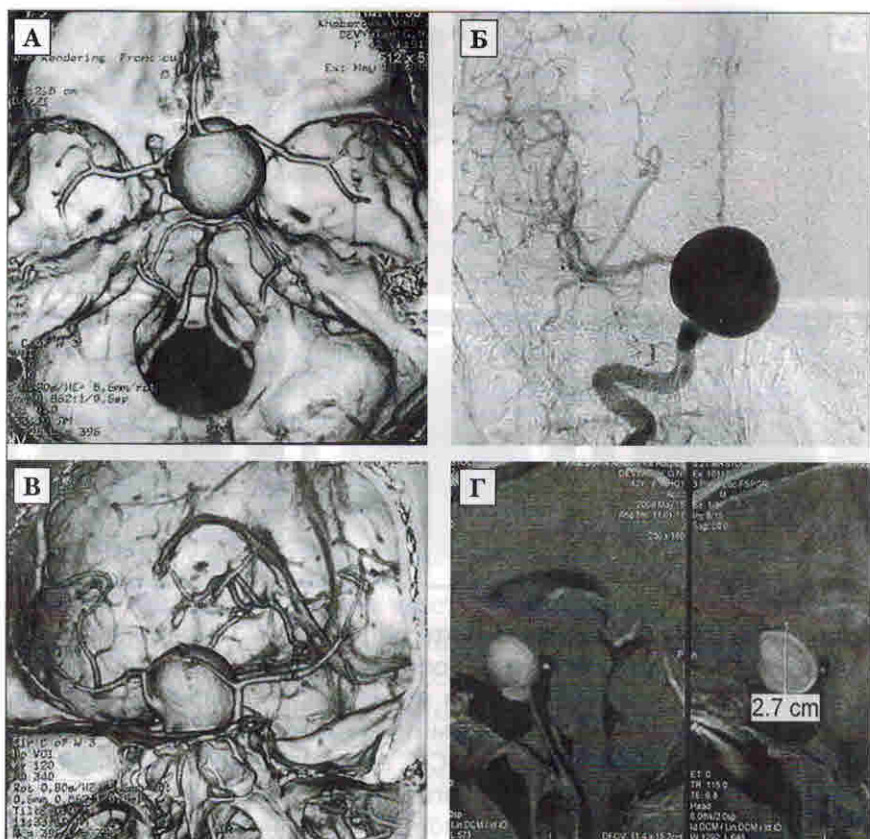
Спиральная КТ-ангиография, 3D-реконструкция, вид сверху (А) и сбоку справа (В) — визуализируется гигантская медиальная параклиноидная аневризма ВСА справа; комплекс ПМА–ПСА перерастянут и смещен мешком аневризмы. Б — селективная каротидная ангиография справа. Г — на МРТ головного мозга в Т1 режиме: аневризма гомогенно накапливает контраст по всему объему, что свидетельствует об отсутствии тромбов.
